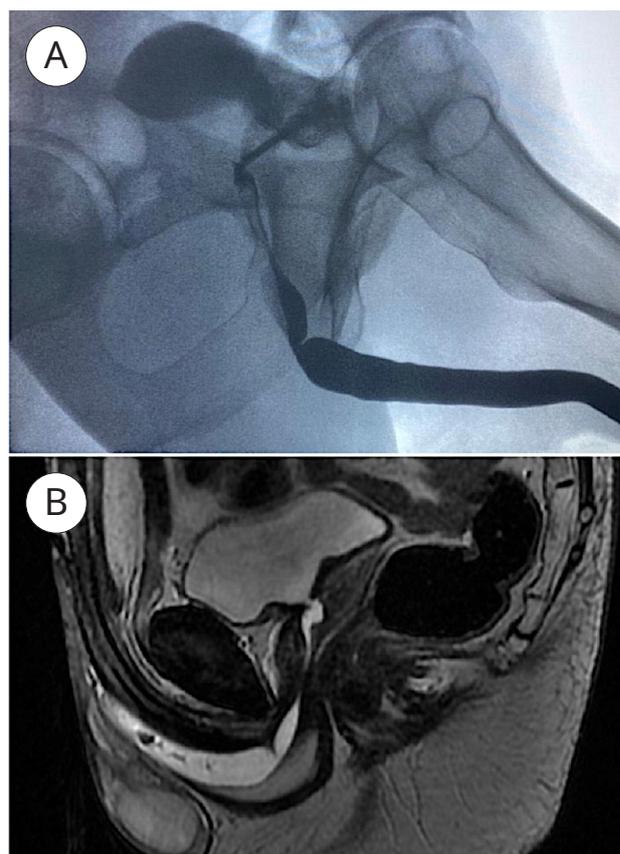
Стриктура бульбозной уретры: А — уретрограмма; В — МРТ-скан
